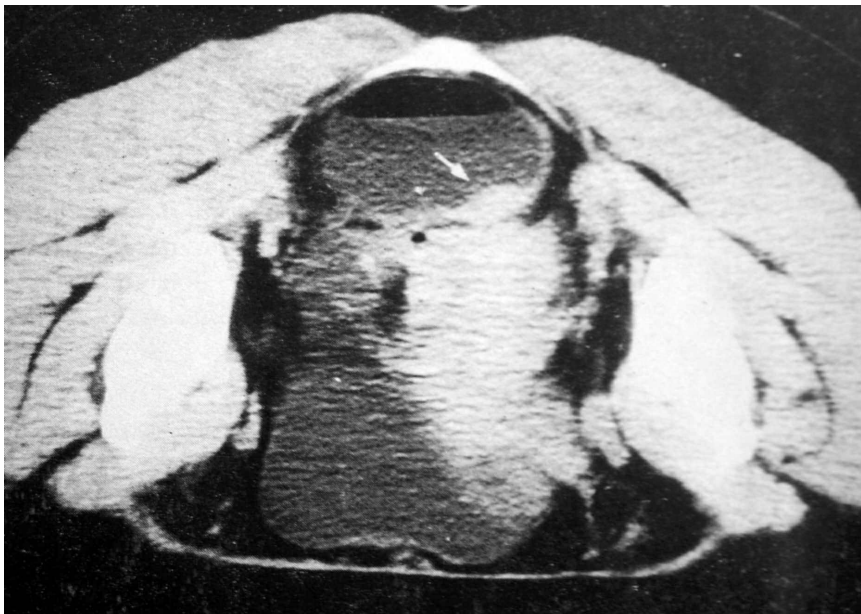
Tomografia computadorizada de pelve em decúbito ventral. Observa-se pequeno espessamento da parede lateral direita do reto (seta).
